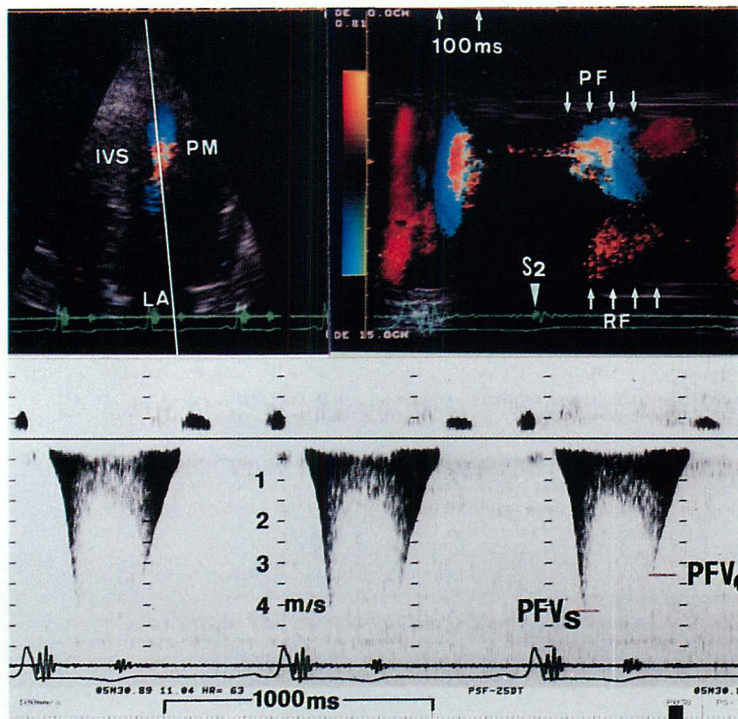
Detection of apical sequestration using color Doppler echocardiography and measurements of peak flow velocities across the obliterated cavity by continuous Doppler echocardiography.
